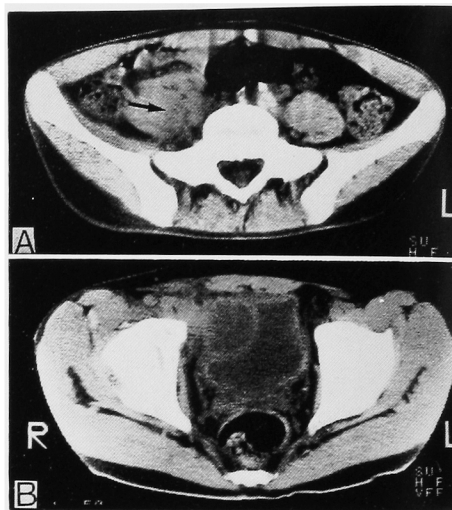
A: Computed tomography shows asymmetrical enlargement of right psoas muscle with decreased density (arrow). B: Right psoas abscess extends to the pelvic cavity, and compresses the bladder.
